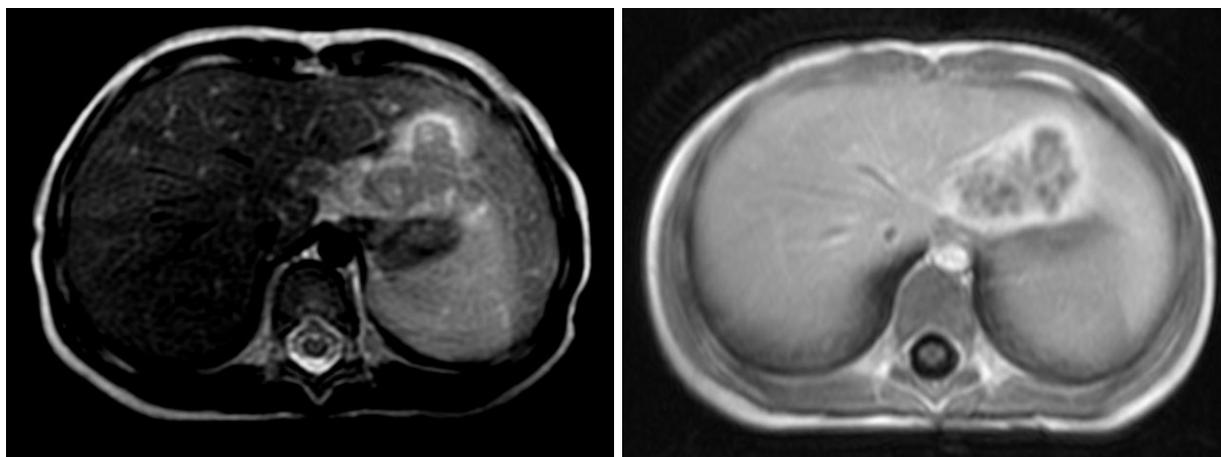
МРТ брюшной полости пациента Б., 7 лет, аксиальная проекция в Т2-ВИ, Т1-ВИ с контрастным усилением. В левой доле печени отмечается неоднородной структуры образование, неравномерно накапливающее контрастное вещество
